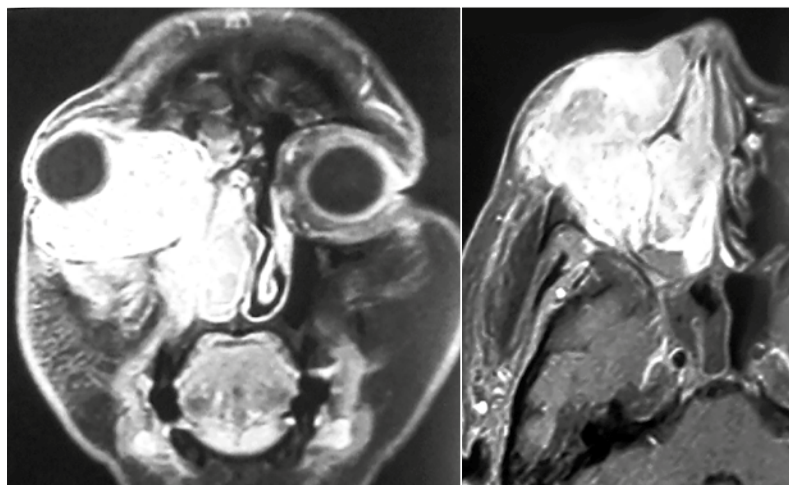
Resonancia magnética nuclear maxilofacial con gadolinio donde se observa tumoración heterogénea extensa que ocupa la cavidad orbitaria derecha.
